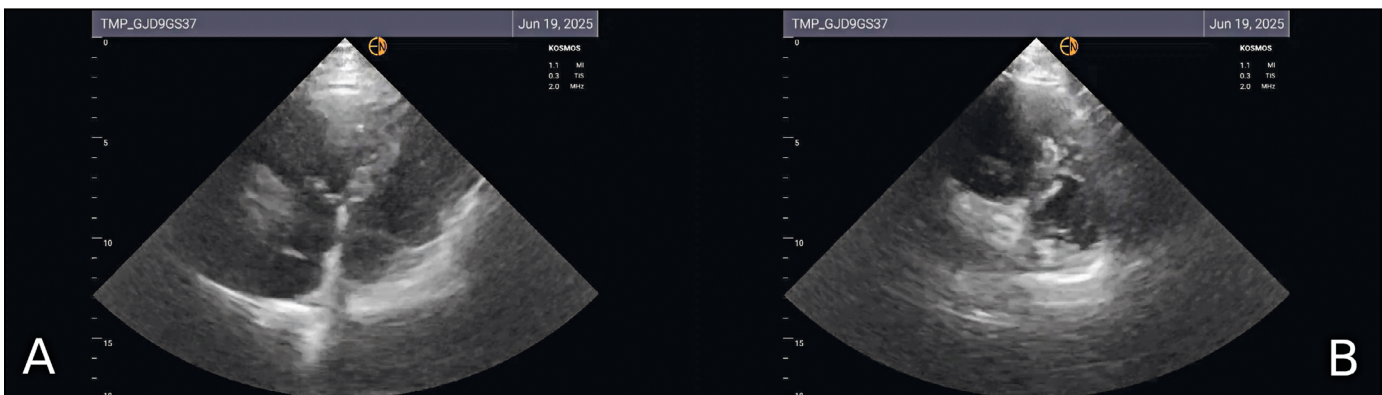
Ecografía cardíaca: A) Se observa ventana apical 4 cámaras. Relación VD/VI con predominancia del VD B) Se observa ventana paraesternal eje corto, con pérdida de interdependencia ventricular tipo II "signo de la D".
